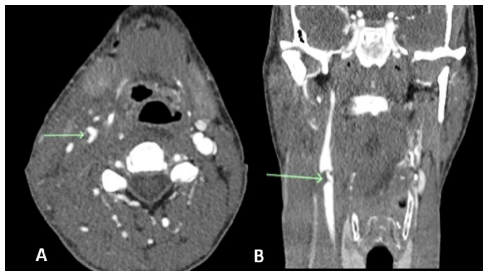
Axial (A) and coronal (B) enhanced neck CT angiography (CTA) demonstrating signs of penetrating right cervical trauma with a knife (not shown) with extensive edema of the myo-adipose planes and acute intraluminal thrombus in the right carotid bifurcation.
